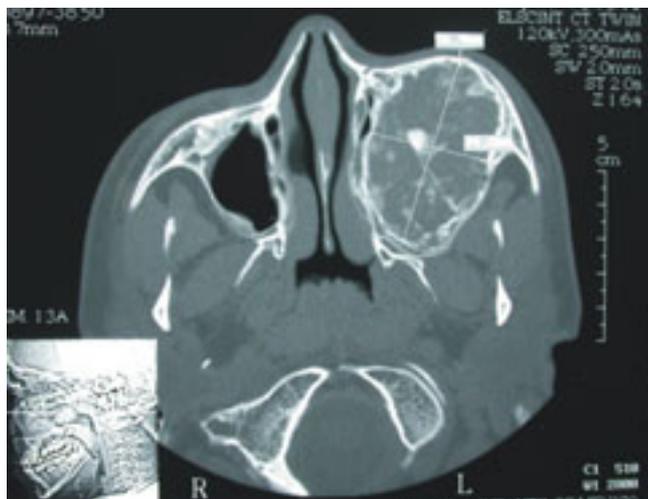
Tomografía axial computada de tercio medio facial.
